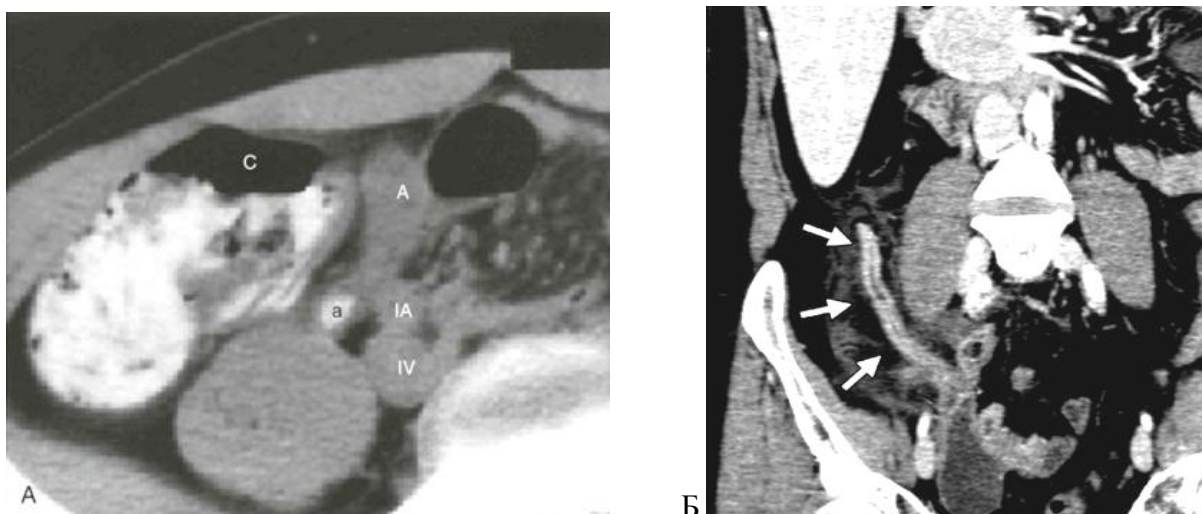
А – КТ дитини з апендицитом. Осьове зображення показує запалений апендикулярний паросток (А), діаметром 15 мм, з проксимальним апендиколітом (а). Показані сліпа кишка (С) і загальна клубова артерія (ІА) і вена (ІV). Б – КТ в коронарній проекції показує ретроцекальне розташування червоподібного відростка (стрілки) з товстою гіперехогенною стінкою і прилеглою пасмою великого сальника.
